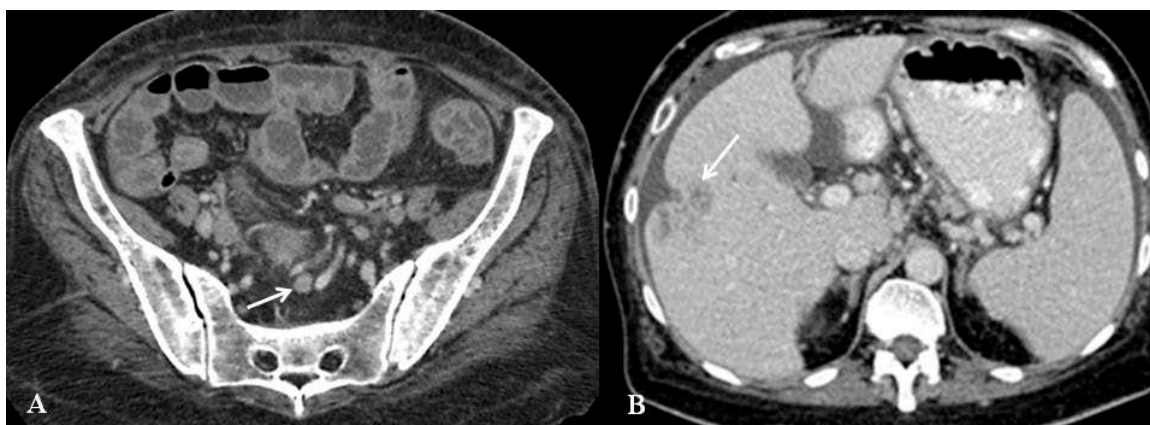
TC no plano axial mostra linfonodo de aspecto arredondado e com realce levemente heterogêneo (seta) em paciente com CCR, relacionado a disseminação linfonodal (A). TC no plano axial mostra lesão nodular hepática (seta), com padrão de realce hipovascular e heterogêneo, determinando retração capsular adjacente, relacionada à metástase de CCR (B). Fonte: arquivo da autora.
